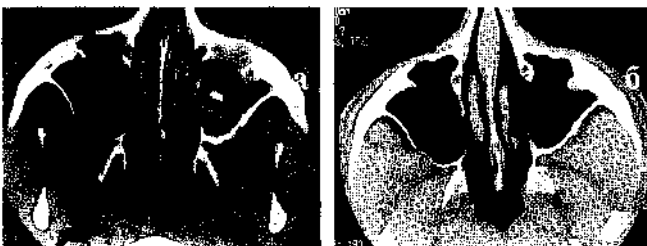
Компьютерная томография (коронарная проекция) пациента с инвазивным грибковым синуситом а) при поступлении; б) через 8 месяцев после операции. Определяется полная нормализация слизистой оболочки левой верхнечелюстной пазухи после произведенной операции.
